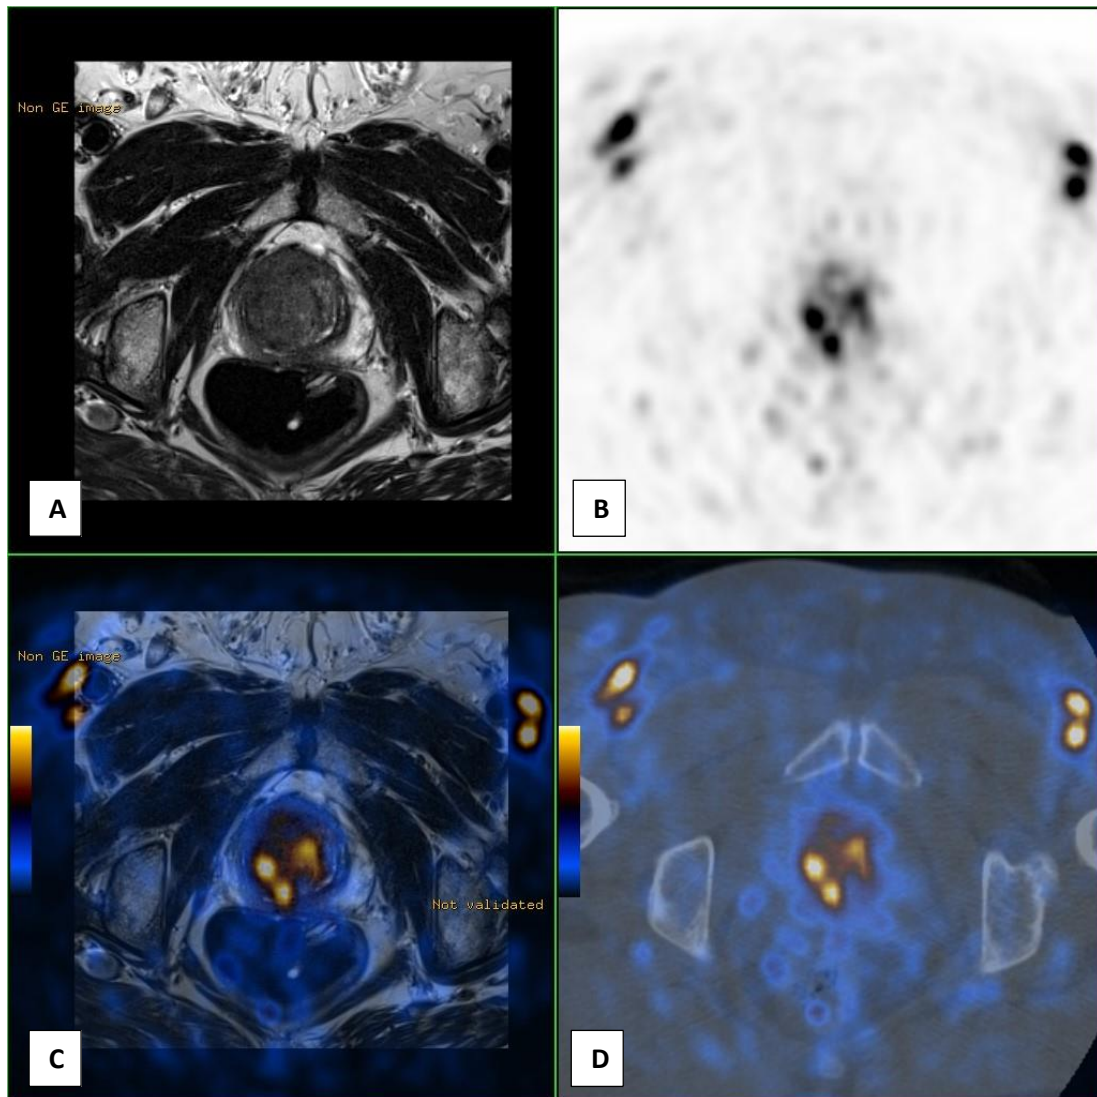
Imagens obtidas no plano axial por RM com ponderação em T2 (A), PET (B), PET/RM (C) e PET/TC (D). Evidência de lesão prostática suspeita compatível com CaP, visível em todas as modalidades de imagem.
